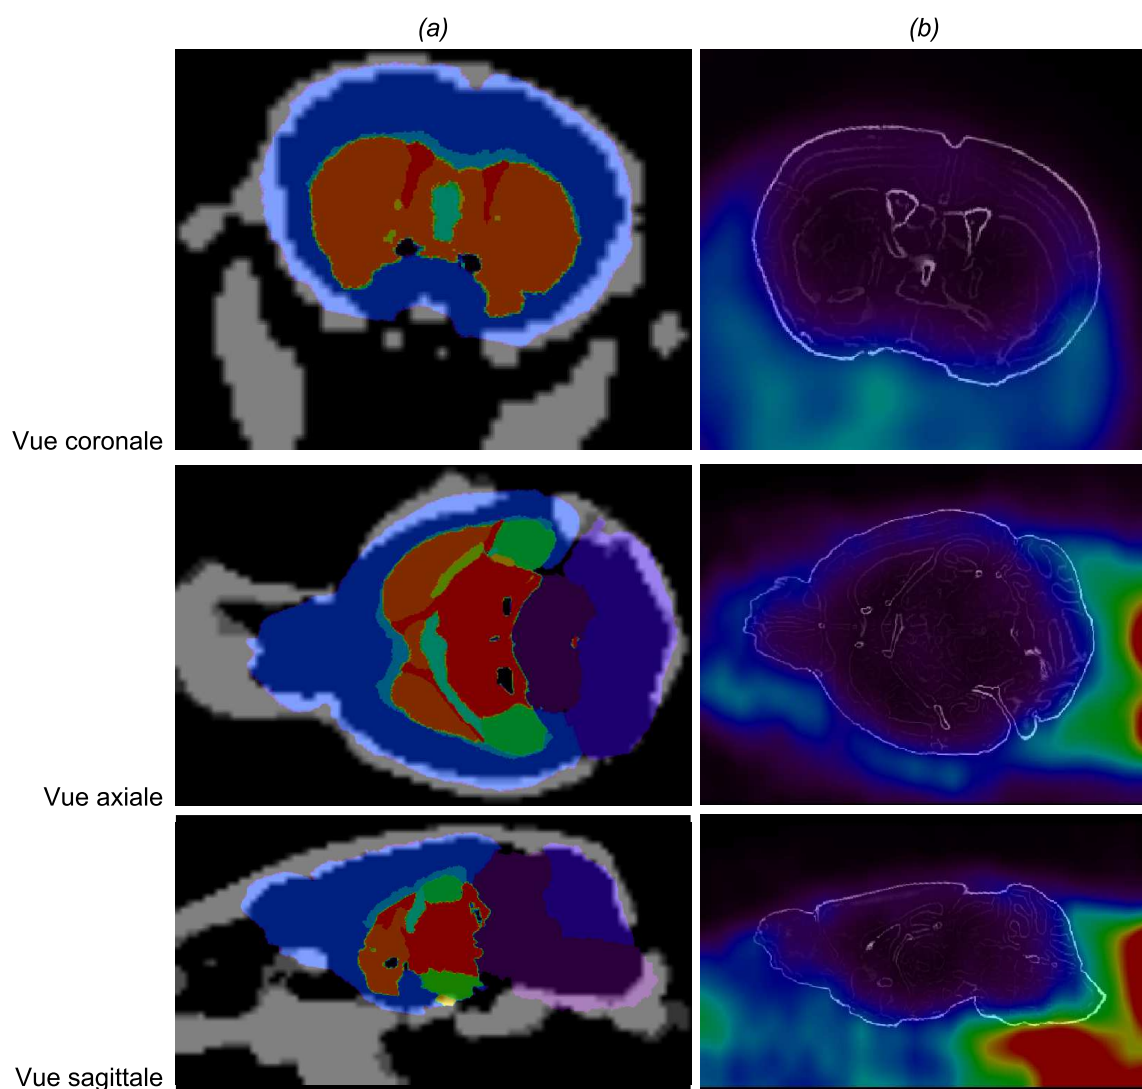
Fusions, après recalage, du volume de labels sur l'image TDM binarisée (a) et des contours de l'IRM pondérée en T1 ayant servi à la création de l'atlas sur l'image TEP (b). Ces fusions montrent qu'après recalage, l'atlas se superpose correctement sur les données à analyser.
